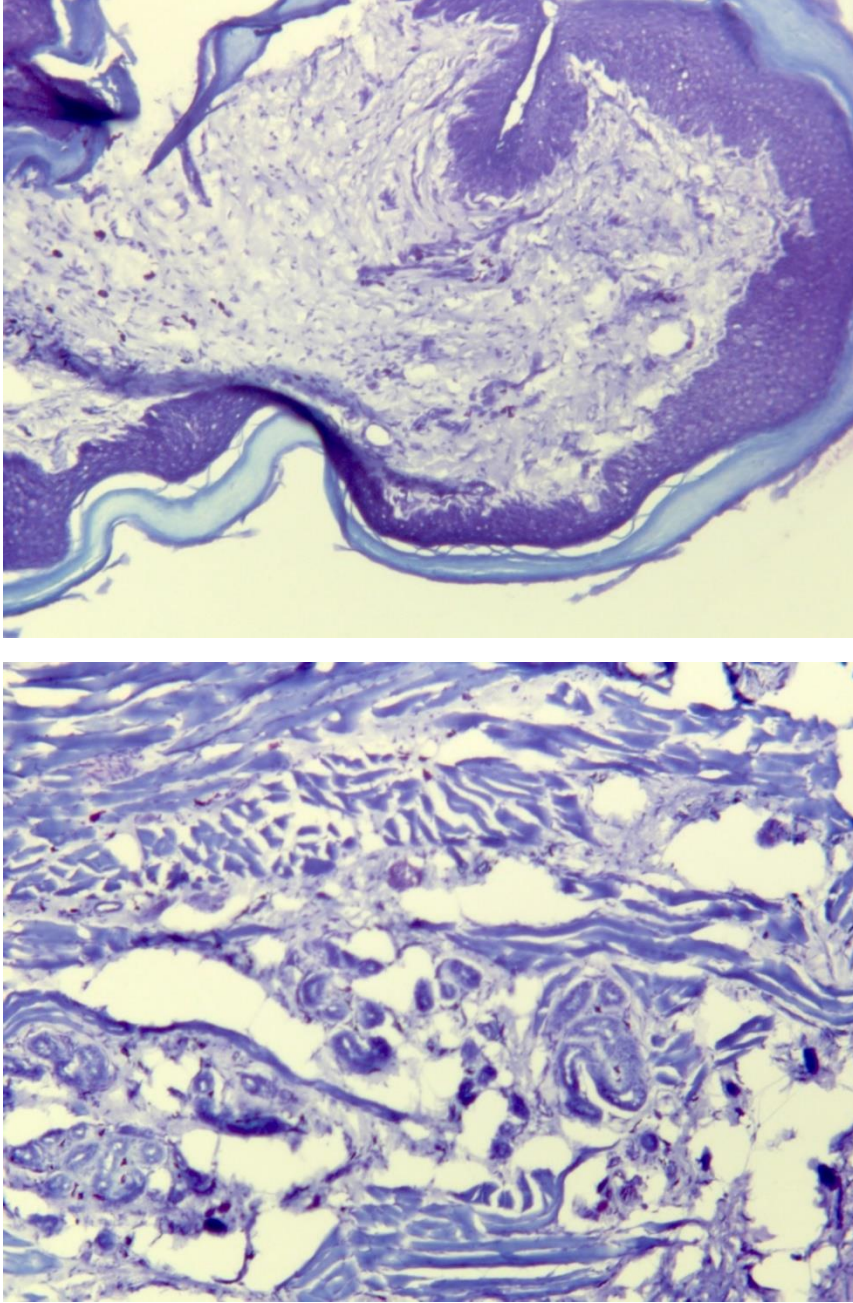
Fokuslu ultrasonografi kontrol
